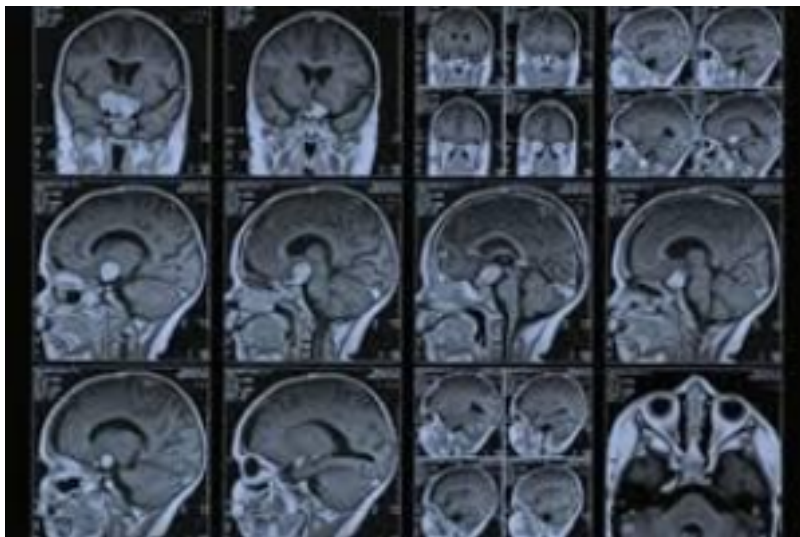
Магніто-резонансна томограма
